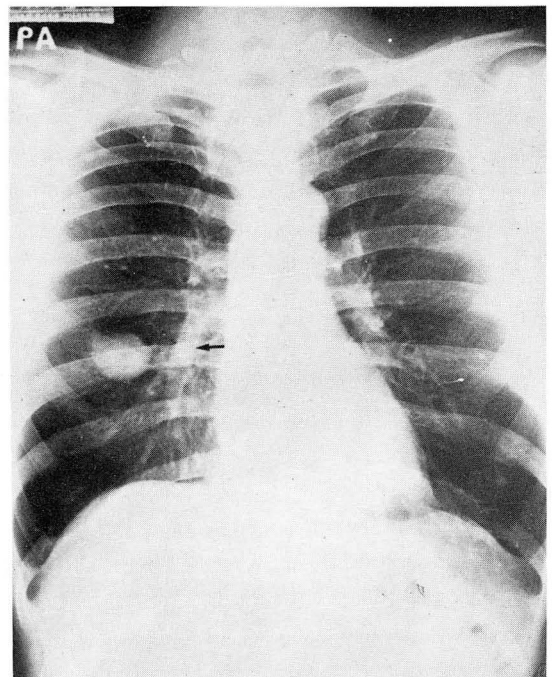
Good-visualization of right pulmonary basal artery (arrow) on preoperative chest roentgenogram
